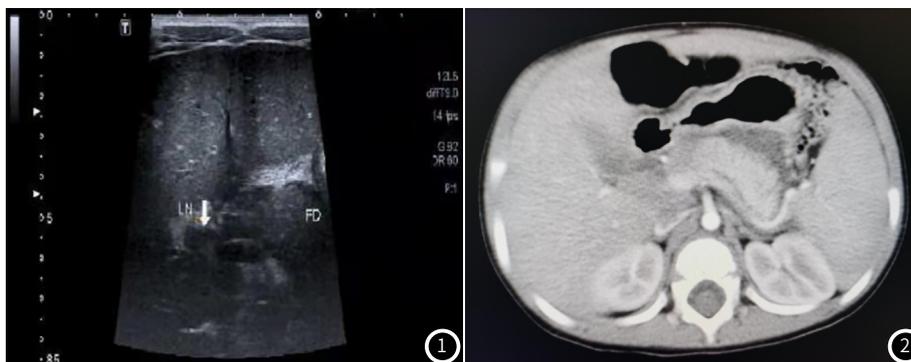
腹部B超, 可见胰腺回声增强伴周围积液。图2 腹部CT可见肝脾肿大, 胰腺饱满伴周围渗出。
